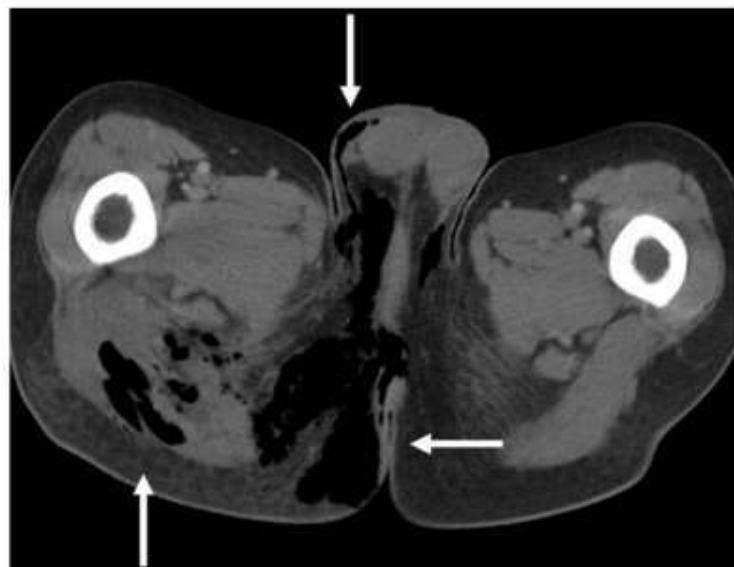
Sagittal Computed Tomography (CT) Image of the Perineum. Note the subcutaneous and fascial emphysema tracking from the rectum throughout the perineum and scrotum (white arrows). Case courtesy of Dr Chris O'Donnell. Fournier gangrene - spontaneous perforation of rectal cancer. Radiopedia.org. rID: 16849. Available from: <https://radiopaedia.org/cases/fournier-gangrene-spontaneous-perforation-of-rectal-cancer?lang=us>.⁹⁹
